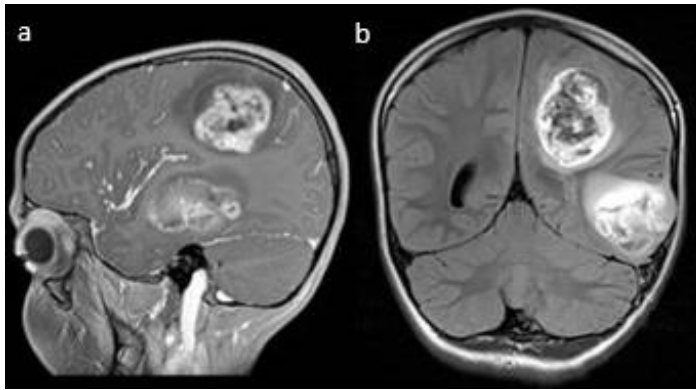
Kraniale MRT-Bildgebung eines Patienten mit primär multifokalem HGG Kraniale MRT-Bildgebung mit Kontrastmittel in sagittaler T1-Wichtung (a) sowie koronarer FLAIR-Sequenz nach Kontrastmittelgabe (b) eines 10-jährigen, männlichen Patienten mit primär multifokalem HGG (diffuses HGG vom pädiatrischen Typ ZNS WHO Grad 4, H3- und IDH-Wildtyp) aus der HIT-HGG-Datenbank, Göttingen; dankenswerterweise zur Verfügung gestellt von Dr. Brigitte Bison, HIT-Referenzzentrum Neuroradiologie, Augsburg.
